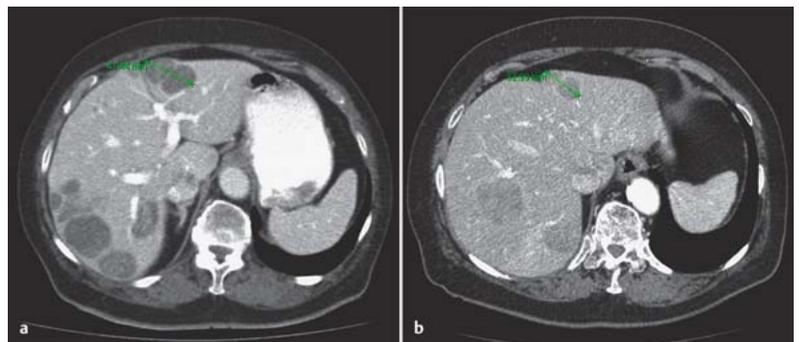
a Hepatische Metastasierung des malignen Melanoms im Verlaufs-Glukose-CT. b Gute partielle Remission der Lebermetastasen unter der Kombinationstherapie Cobimetinib und Vemurafenib.
